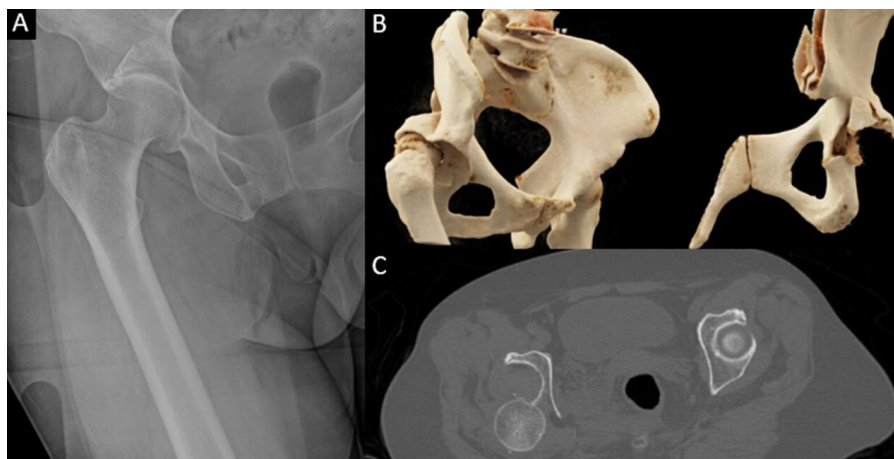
Luxación coxofemoral tipo IV de la clasificación de Thompson-Epstein. A) Radiografía anteroposterior de cadera derecha. B) TAC con reconstrucciones en 3D. C) Corte axial de TAC
